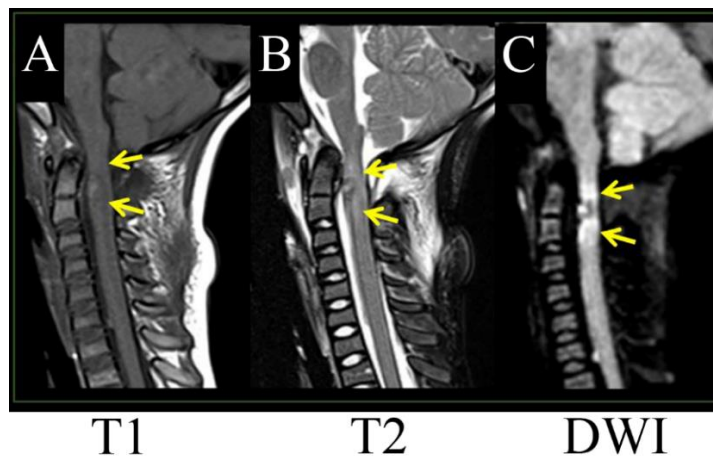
L'IRM pondérée T1 (A) et l'IRM pondérée T2 (B) ne permettent pas une révélation claire de l'œdème alors que l'on voit clairement un hyper signal dû à une restriction de la diffusion dans l'œdème en utilisant l'IRM pondérée diffusion (C) (R. Tade, Optimizing pediatric spine MRI protocols : tips, tricks and rationales).
